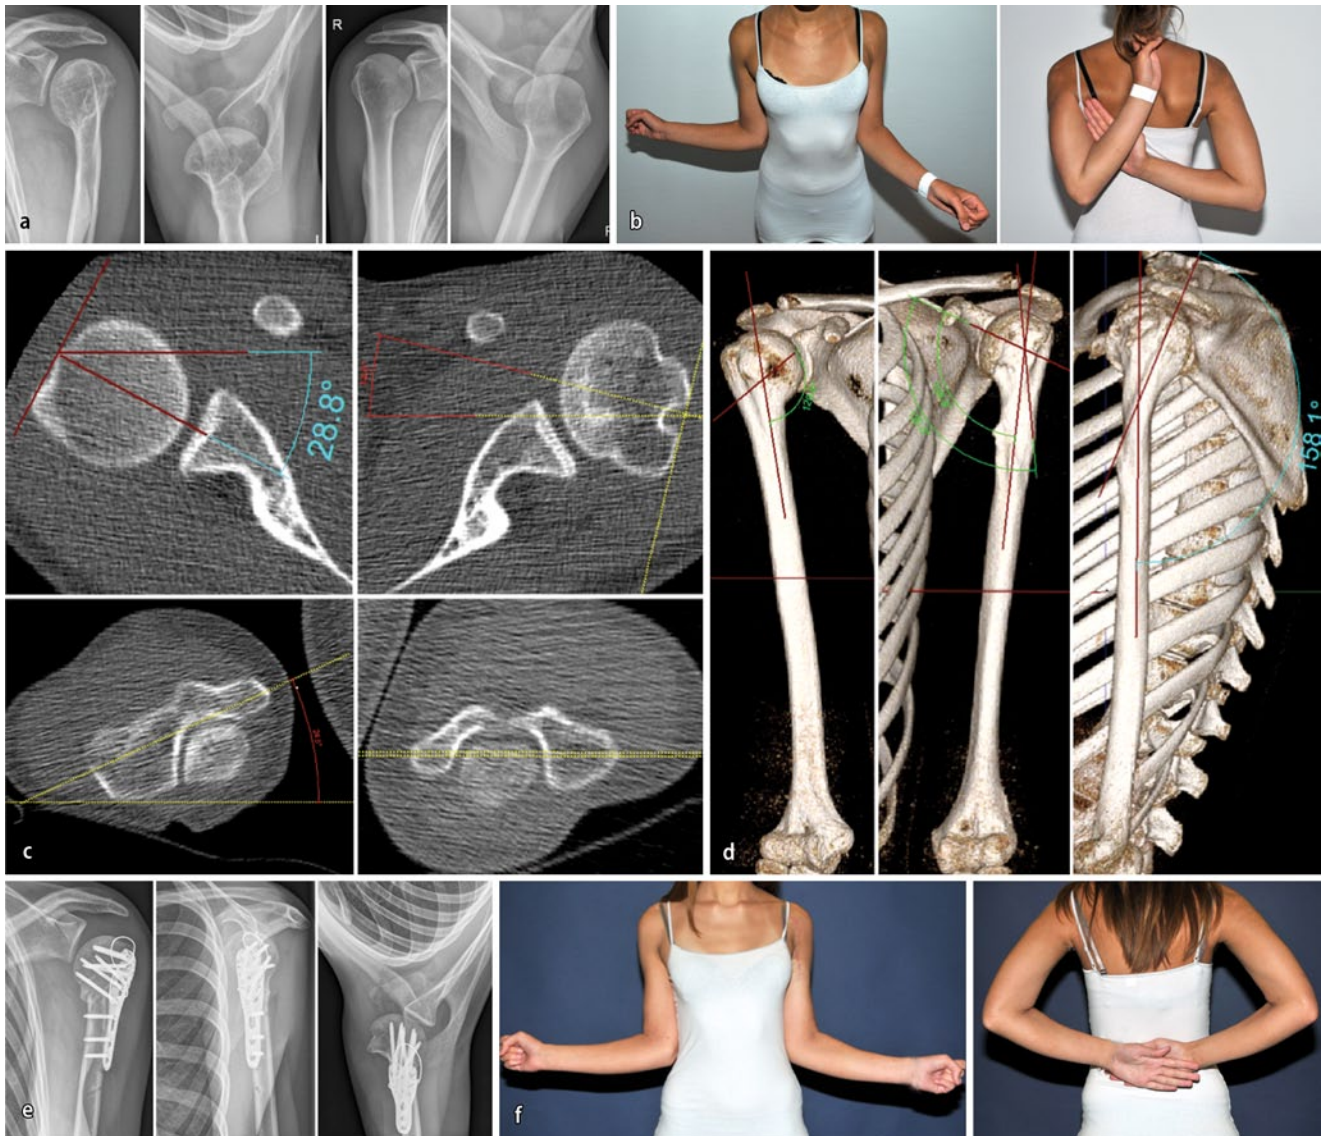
a Röntgenaufnahmen der betroffenen linken Schulter im anteroposterioren und axialen Strahlengang (*oben*) und der Gegenseite (*unten*). Es fallen bereits hier eine Varusfehlstellung (a.p.) und eine Version der Kalotte nach anterior (axial) auf. b Eingeschränkte Außenrotation und vermehrte Innenrotation als Zeichen einer klinisch relevanten Torsionsdifferenz. c Objektivierung der klinisch vermuteten Torsionsdifferenz in einer Computertomographie. Dabei wird der distale Humerus mit der Kondylenebene gegen die Kalotte referenziert. Die *linke Bildreihe* zeigt einen Normalbefund mit einer relativen Retroversion von 53° , *rechts* relative Anteversion von 14° , somit Torsionsdifferenz von 67° im Sinne einer pathologisch vermehrten Antetorsion. d Neben der Torsionsdifferenz zeigt sich eine Varus- und Antekurvationsfehlstellung. Die CT ermöglicht die exakte Einstellung aller Ebenen und somit eine exakte Analyse der Fehlstellung. e Postoperatives Röntgen mit korrigierter Torsions-, Varus- und Antekurvationsfehlstellung. Additiv zur winkelstabilen Platte wurde eine den Zug der Rotatorenmanschette neutralisierende Cerclage eingebracht. f Klinischer Befund mit seitengleicher Rotation 6 Wochen postoperativ
